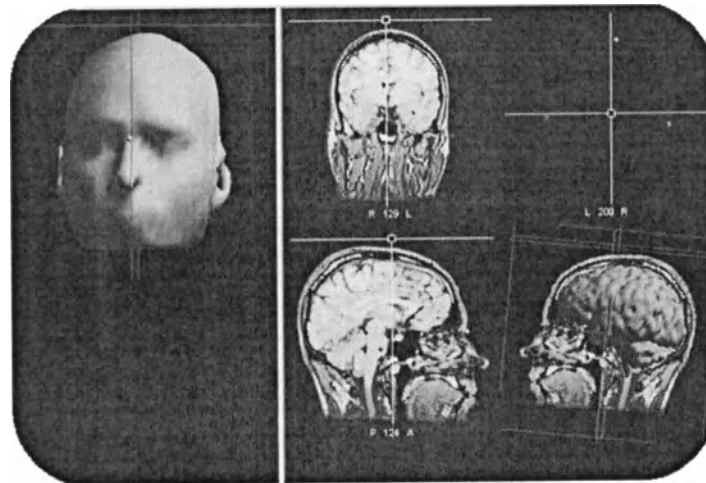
MRI VIEW* (ОКНО ПРОСМОТРА МРТ) ПОСЛЕ УСПЕШНОЙ СЕГМЕНТАЦИИ СКАЛЬПА И ГОЛОВНОГО МОЗГА
